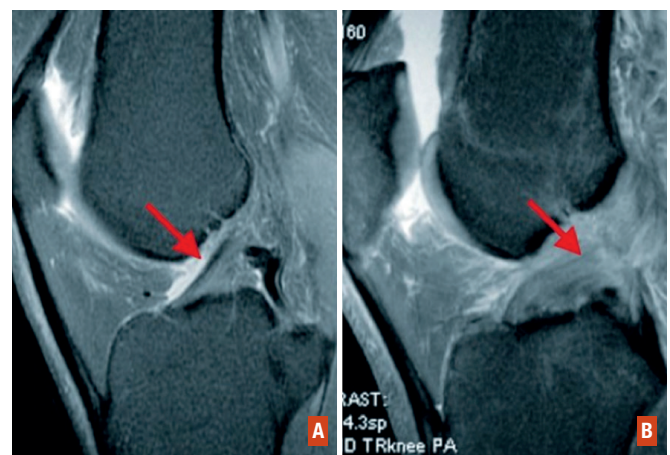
IRM coupe sagittale T2/FS. A : ligament croisé antérieur intact ; B : rupture du ligament croisé antérieur au fémur.
